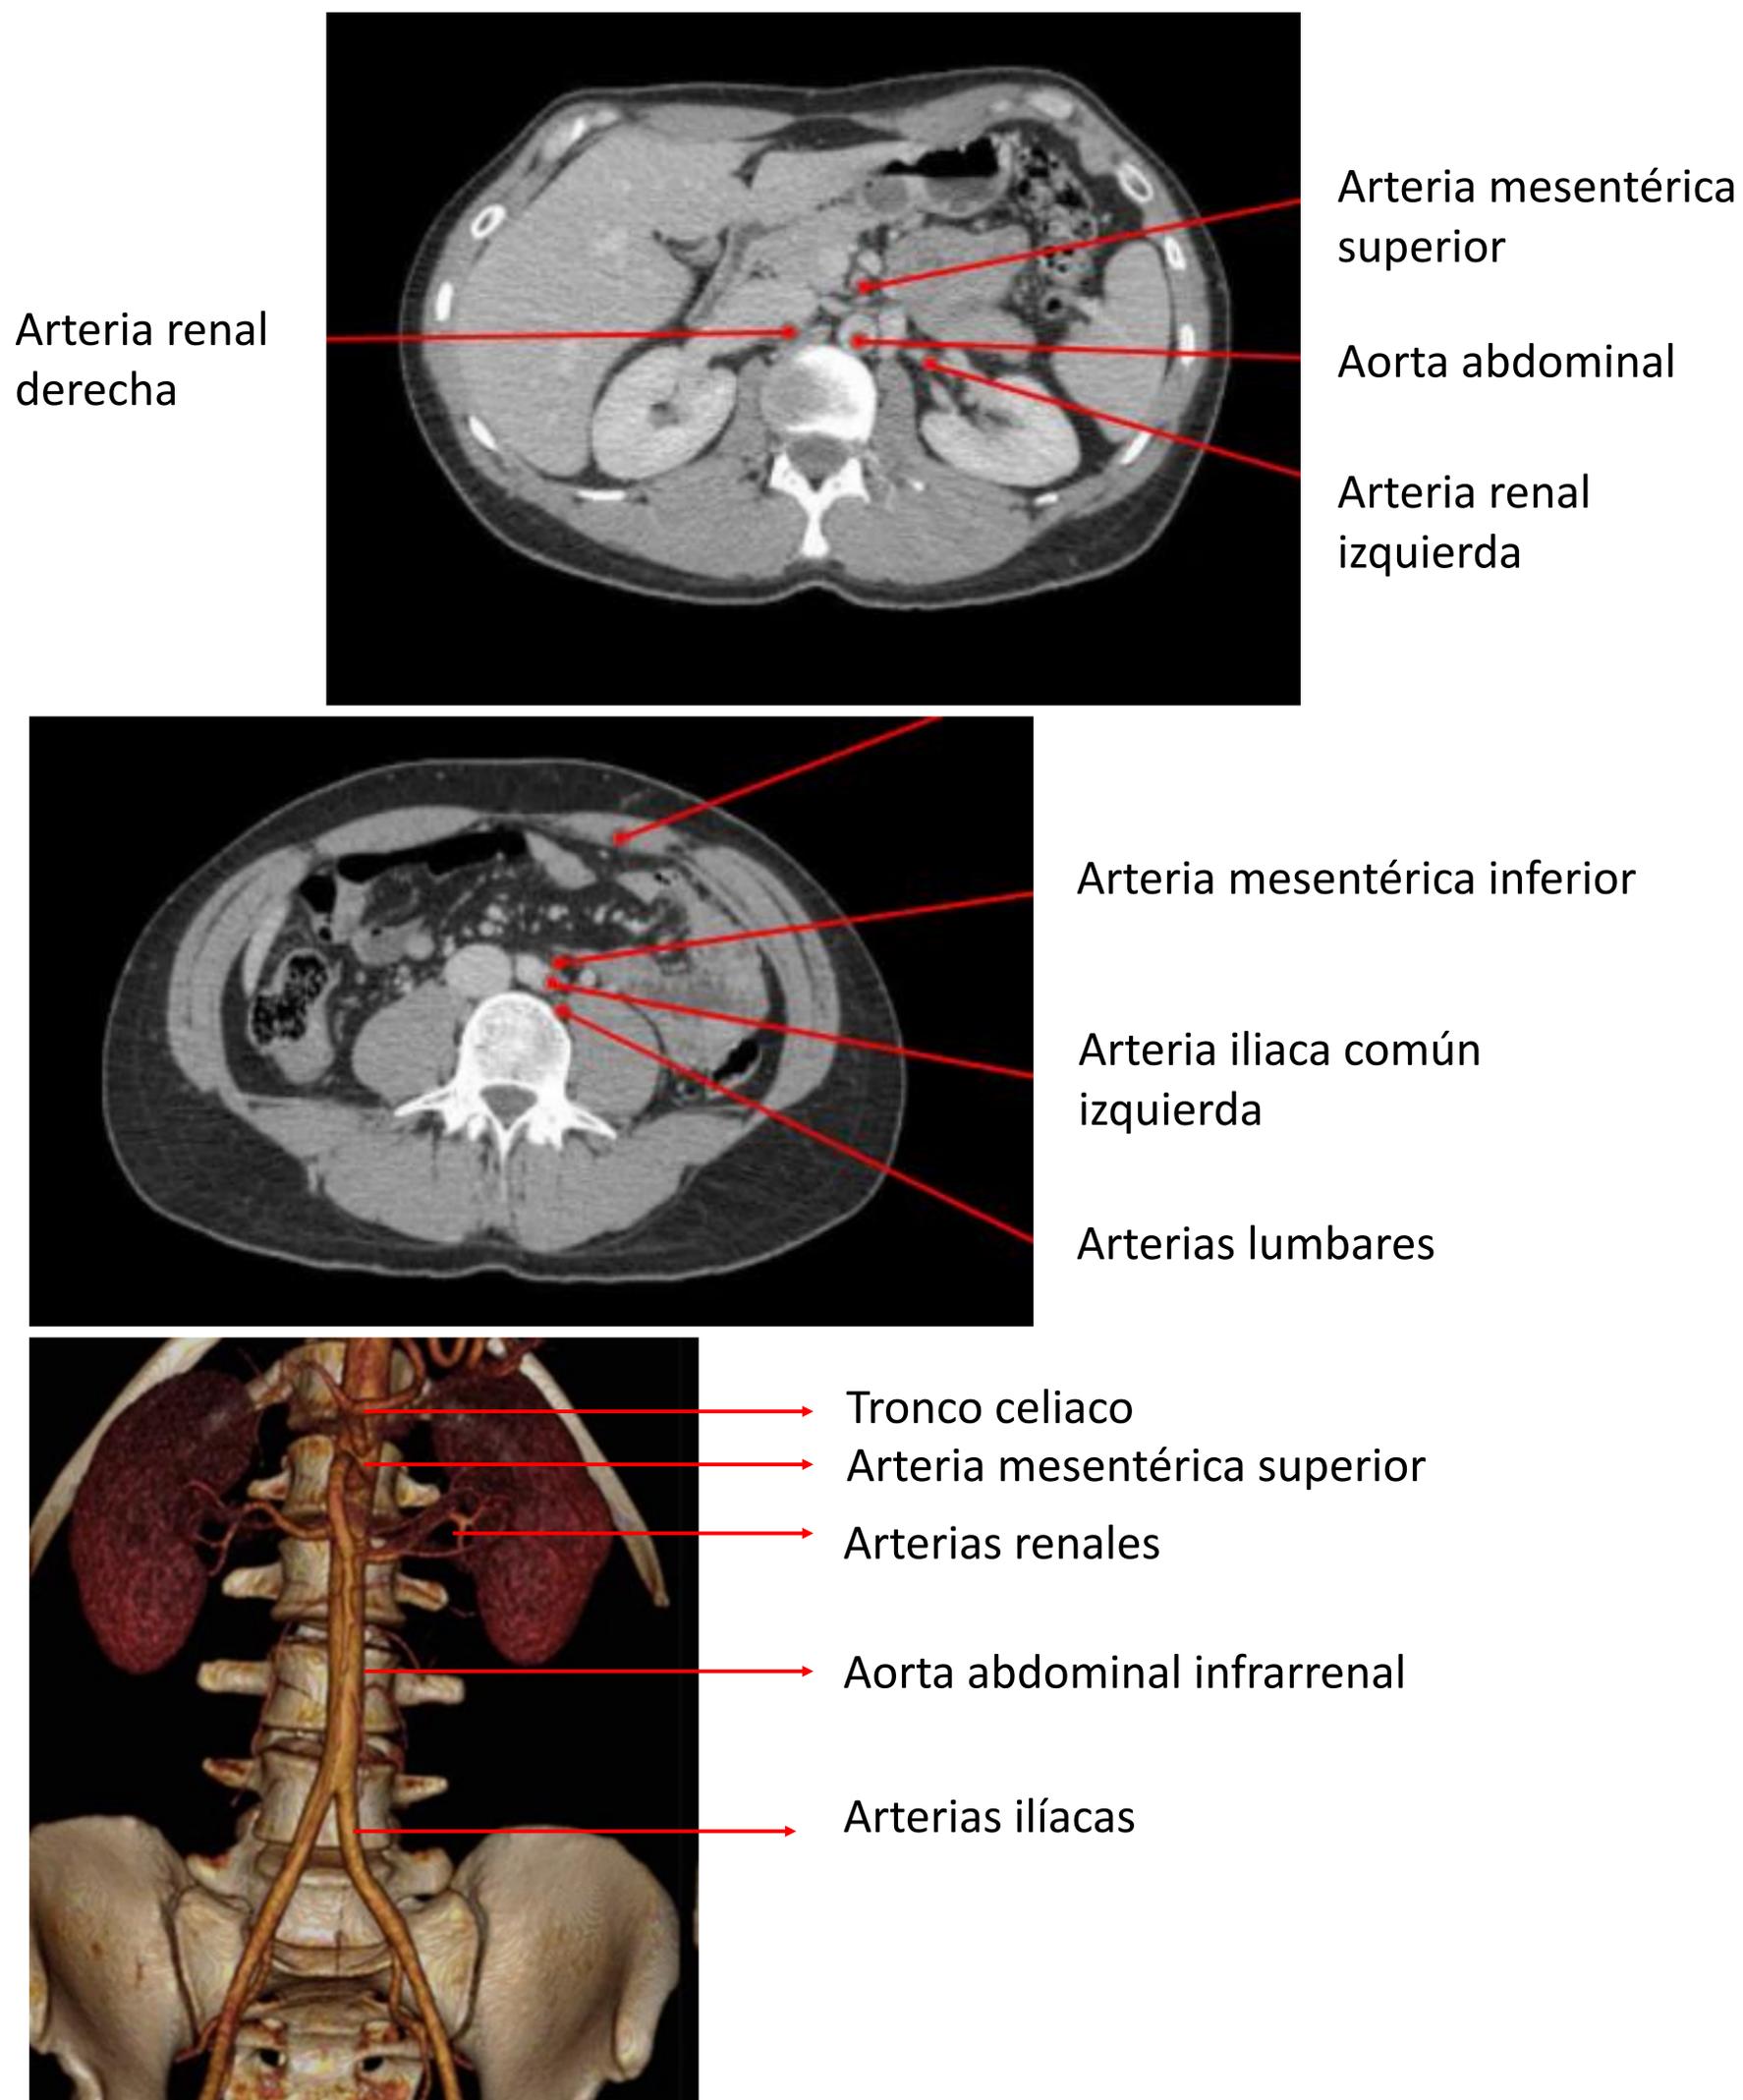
Ramas de la aorta en TC de abdomen sin contraste, cortes axiales (A-B) y reconstrucción 3D (C).
